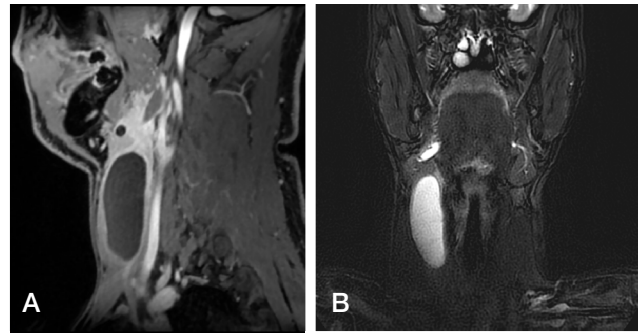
Magnetic resonance imaging(MRI) of the patient, Sagittal view(A) and coronal view(B) show homogeneously attenuated and well-defined cystic lesion about 22×31×67mm sized in front of the right carotid artery, and enlargement of Wharton's duct.
